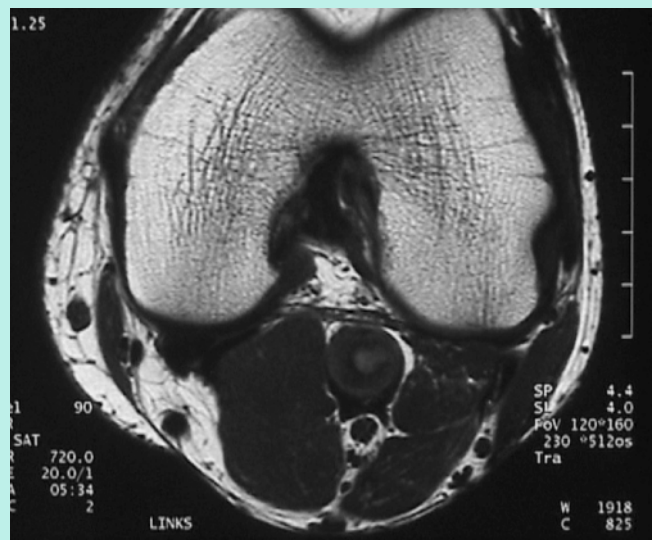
▲ Das MRT ist geeignet zur differenzialdiagnostischen Abklärung von PA oder wenn kein Kontrastmittel gegeben werden darf. Die Rekonstruktionen ergeben einen guten räumlichen Eindruck der Ausdehnung eines Aneurysmas
